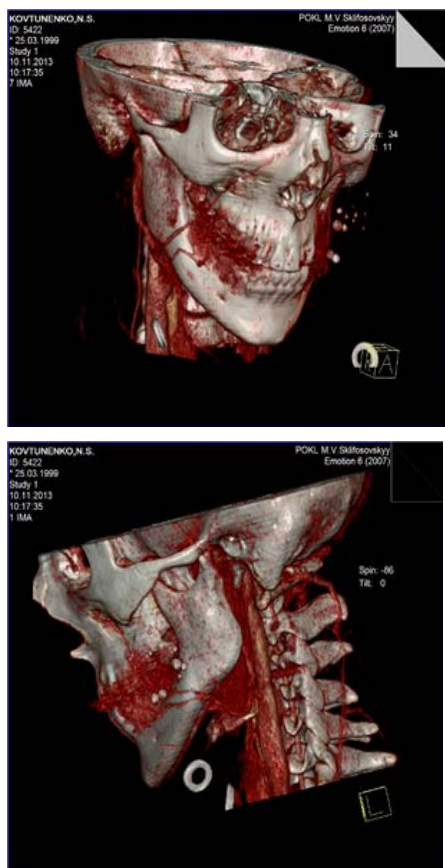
Компьютерная томограмма ребёнка с гроздевидной венозной гемангиомой левой щеки (в сосудистом новообразовании определяются флеболиты)
